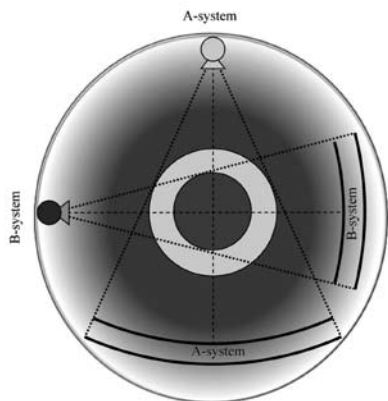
Dual source, dual-energy CT.
